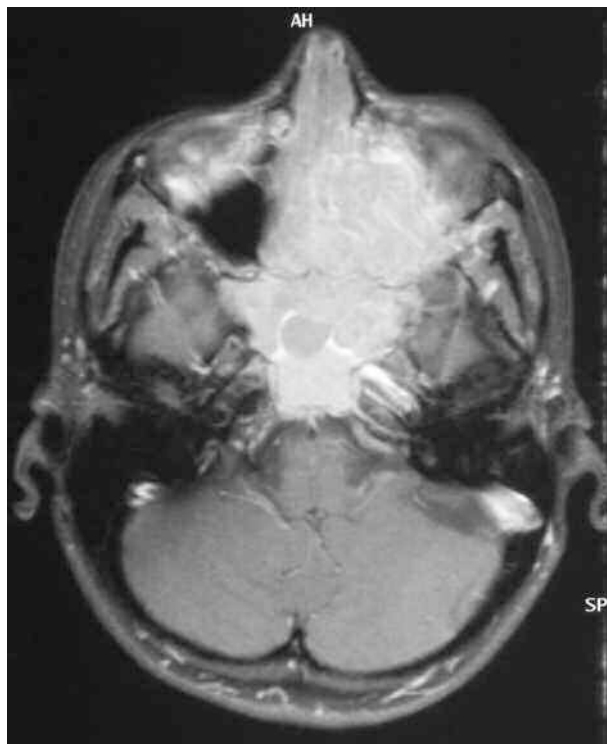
RM T1 con gadolinio: Masa de gran tamaño localizada en fosas nasales. Extensión al seno maxilar izquierdo invadiendo la órbita izquierda. Extensión a la porción anterior de la base del cráneo. Afectación de la hendidura orbitaria inferior y el seno cavernoso derechos.
